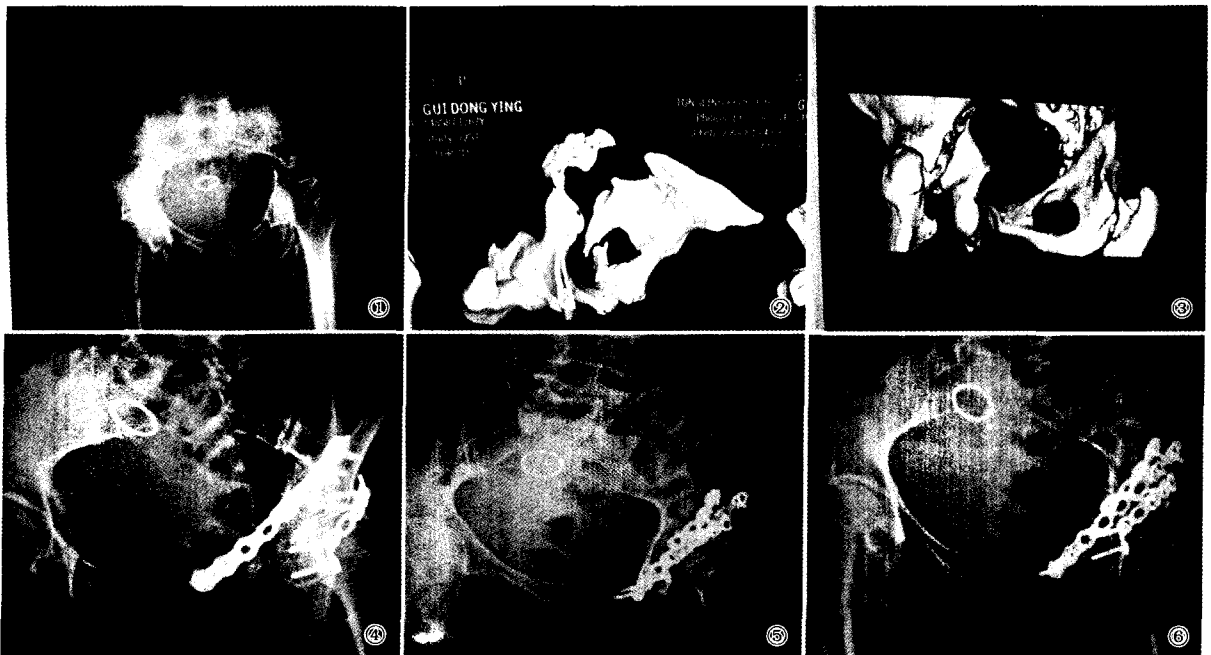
术前骨盆片,左侧髋臼前后柱骨折,移位明显,伴有左侧耻骨下支骨折 图2 术前三维CT,前柱骨折,分离移位约2.5 cm,可见左侧耻骨下支骨折 图3 术前三维CT,左侧髋臼后柱骨折,分离移位约1.7 cm 图4 术后5周骨盆正位片,左侧髋臼前后柱骨折解剖复位,钢板内固定良好 图5 术后5周髂骨斜位片,左侧髋臼后柱骨折解剖复位 图6 术后5周闭孔位片,左侧髋臼前柱骨折解剖复位
